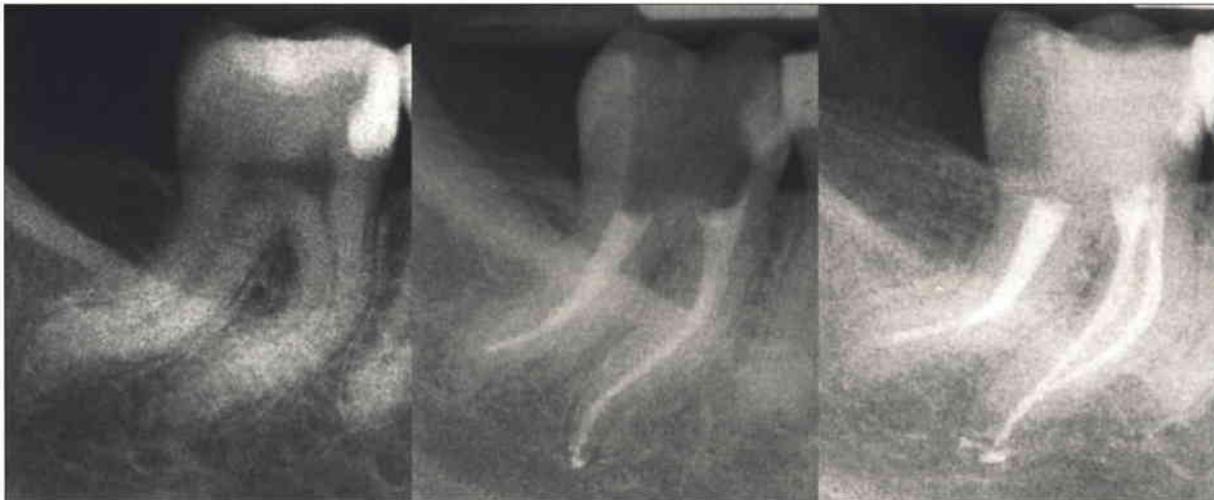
Darstellung des Zahns 47 mit ausgeprägter Krümmung aller drei Kanäle. Im Ausgangsröntgenbild (links) und in der ersten postoperativen Kontrolle (Mitte, orthoradial) ist die Krümmung weniger deutlich zu erkennen als in der exzentrischen postoperativen Kontrolle (rechts). Zu der Krümmung kommt erschwerend die Tatsache, dass die mesialen Kanäle konfluieren. Alle Kanäle wurden maschinell mit Nickel-Titan-Instrumenten aufbereitet.
